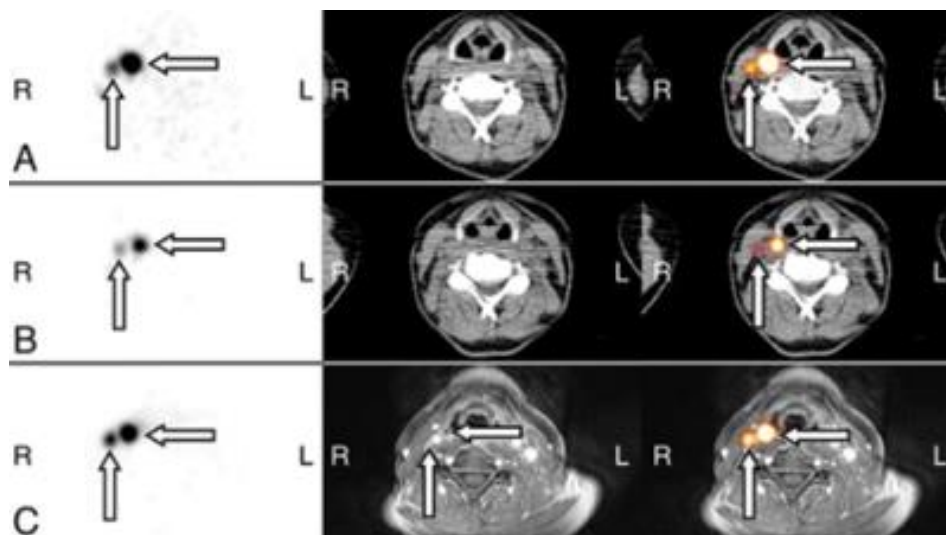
^{124}I PET/TC e ^{124}I PET/RMI na avaliação inicial
